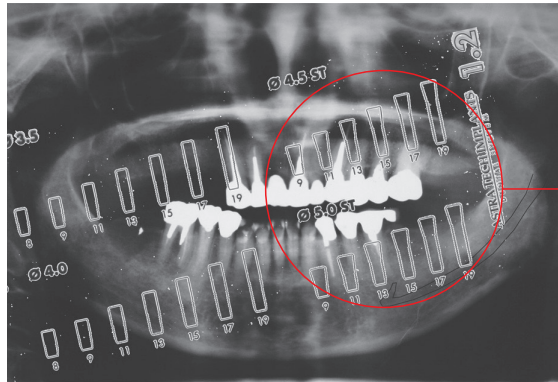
~c 파노라마 방사선 사진에 implant template를 대고 진단하는 이차원적 진단에서는 #36에 15mm의 fixture를 식립할 수 있는 것처럼 보인다.
